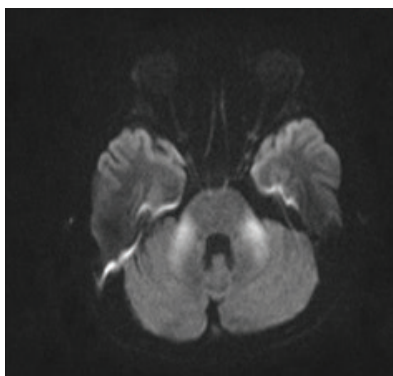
МРТ головного мозга в аксиальной проекции в режиме ДВИ при $b=1000$: обращает внимание высокий сигнал от пораженного вещества, что указывает на активный патологический процесс в данных участках
